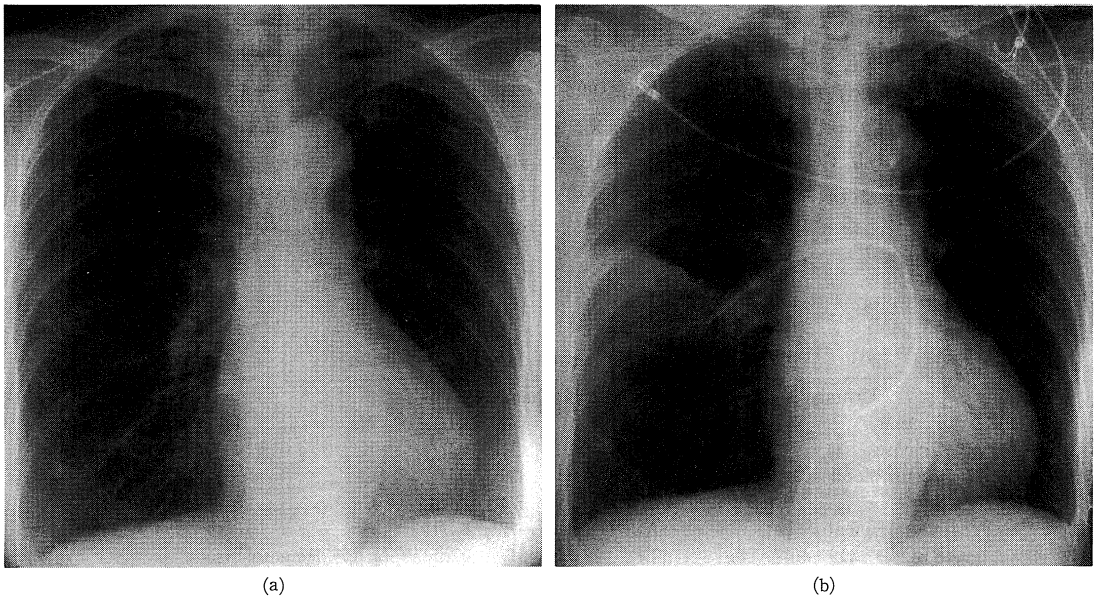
Chest roentgenogram. Left panel (a): The roentgenogram on admission showing cardiomegaly (cardiothoracic ratio=60%), but no pulmonary edema. Right panel (b): The roentgenogram after massive hemoptysis showing the infiltrative shadow distal to the tip of Swan-Ganz catheter.
